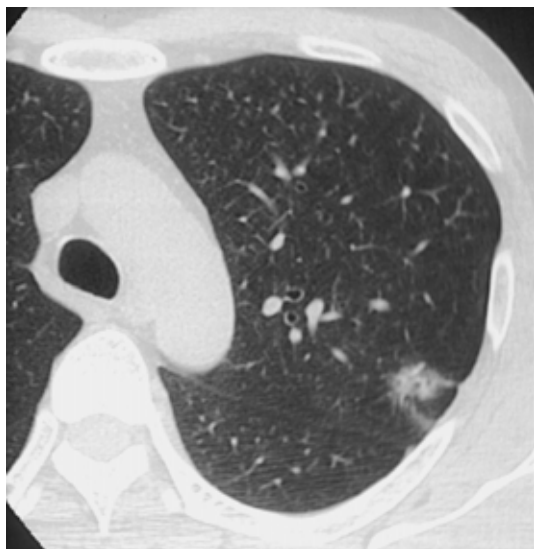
About 1 year later, the mass (Fig. 3) has grown 15mm. It was detected in chest radiography.
